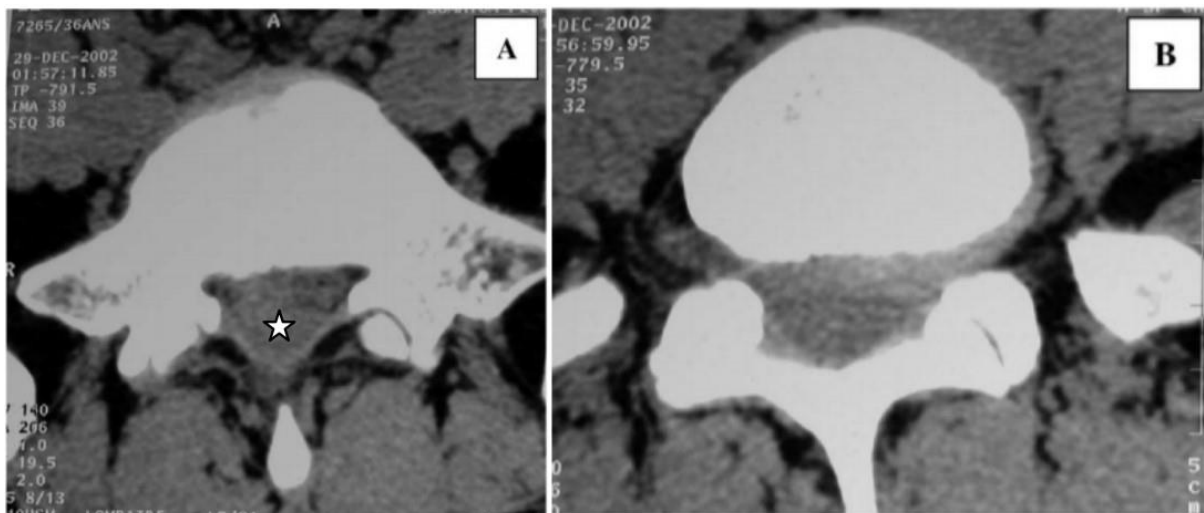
TDM lombaire montrant une hernie latérale gauche au niveau L5-S1 (B) et une masse postérieure qui apparaît iso dense au DIV (A) [175].
